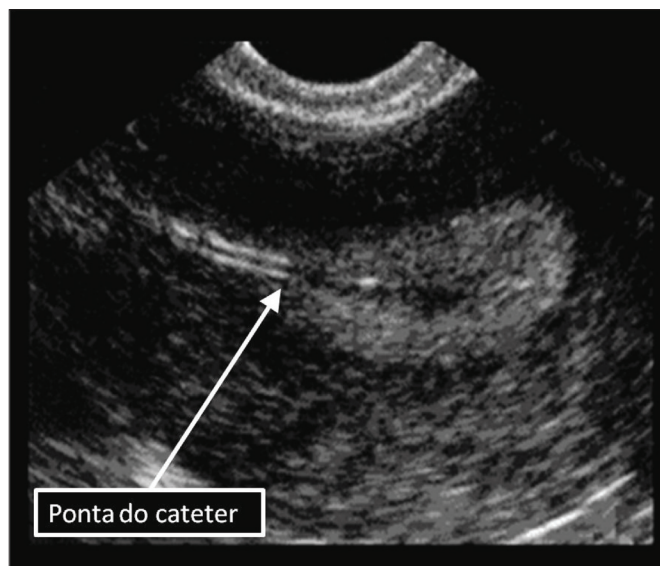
Imagem por ultrassonografia transvaginal do plano longitudinal do útero durante uma transferência de embriões. Apesar de ser tecnicamente mais difícil, a imagem do posicionamento do cateter e do endométrio é muito mais nítida, especialmente em casos de mulheres com maior índice de massa corporal
